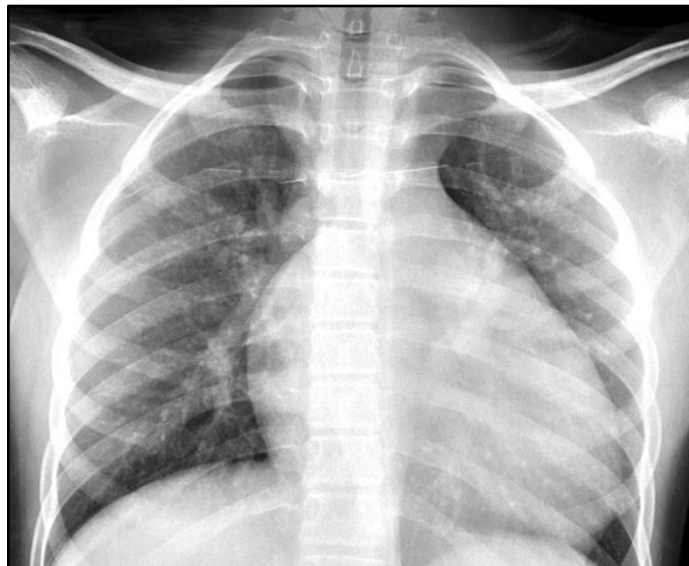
Aspect de syndrome interstitiel à la radiographie du thorax chez un enfant de 14 ans atteint de la COVID-19, associé à une cardiomégalie probablement en rapport avec son ATCD de drépanocytose[1 23].
